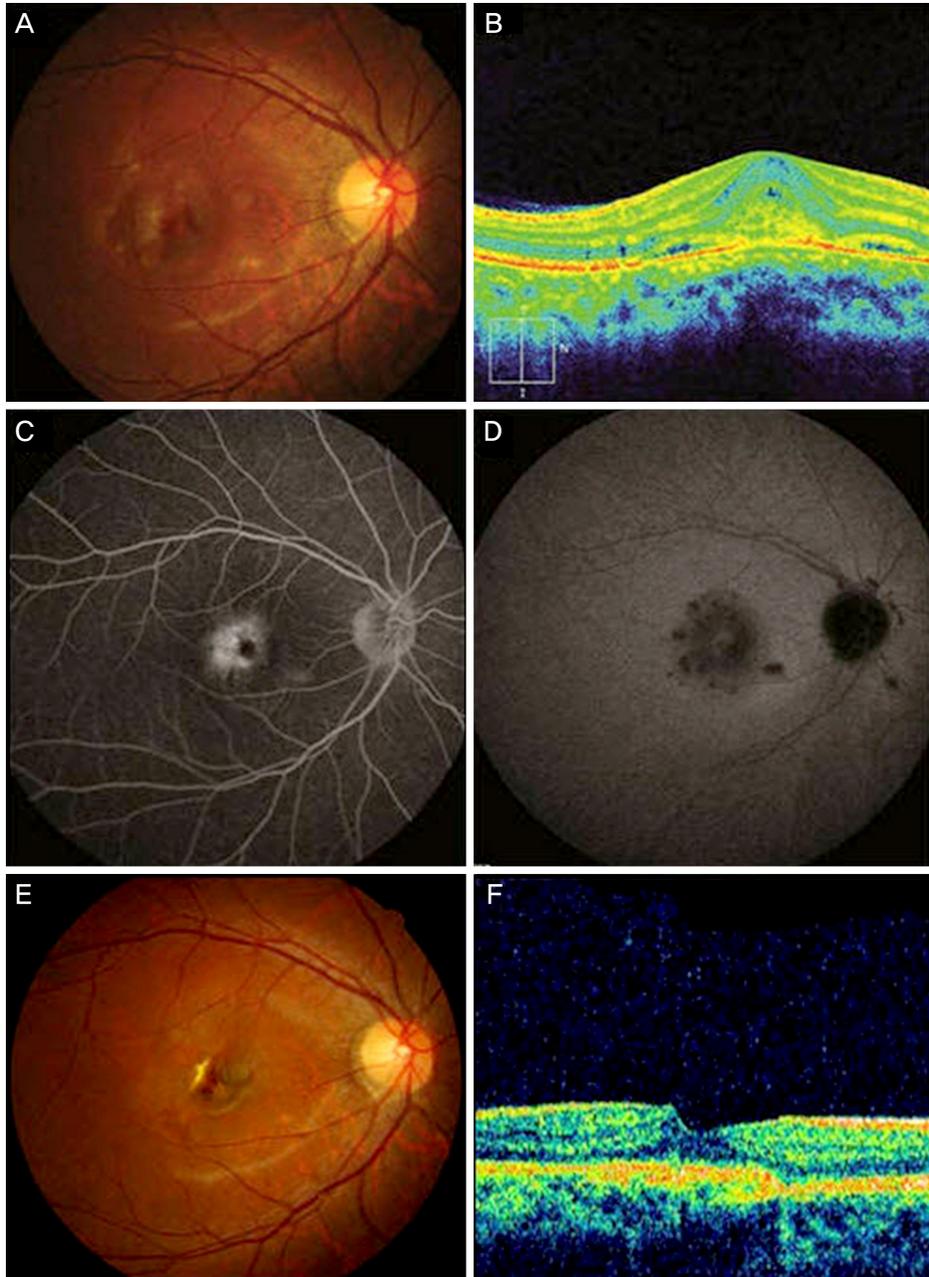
Fundus photograph, optical coherence tomography, Fluorescein angiography and indocyanine green angiography. (A) A fundus photograph demonstrates multiple, small, yellow, opaque, and round lesions scattered throughout the posterior pole of the right eye. (B) Optical coherence tomography shows the subfoveal choroidal neovascular membrane and subretinal fluid. (C) Fluorescein angiography demonstrates multiple small areas of hyperfluorescence in the right eye. (D) Indocyanine green angiography shows multiple small areas of hypofluorescence in the right eye. (E, F) The patient showed complete resolution of choroidal neovascularization with only a juxtafoveal atrophic scar at one month after the third intravitreal bevacizumab injection.
